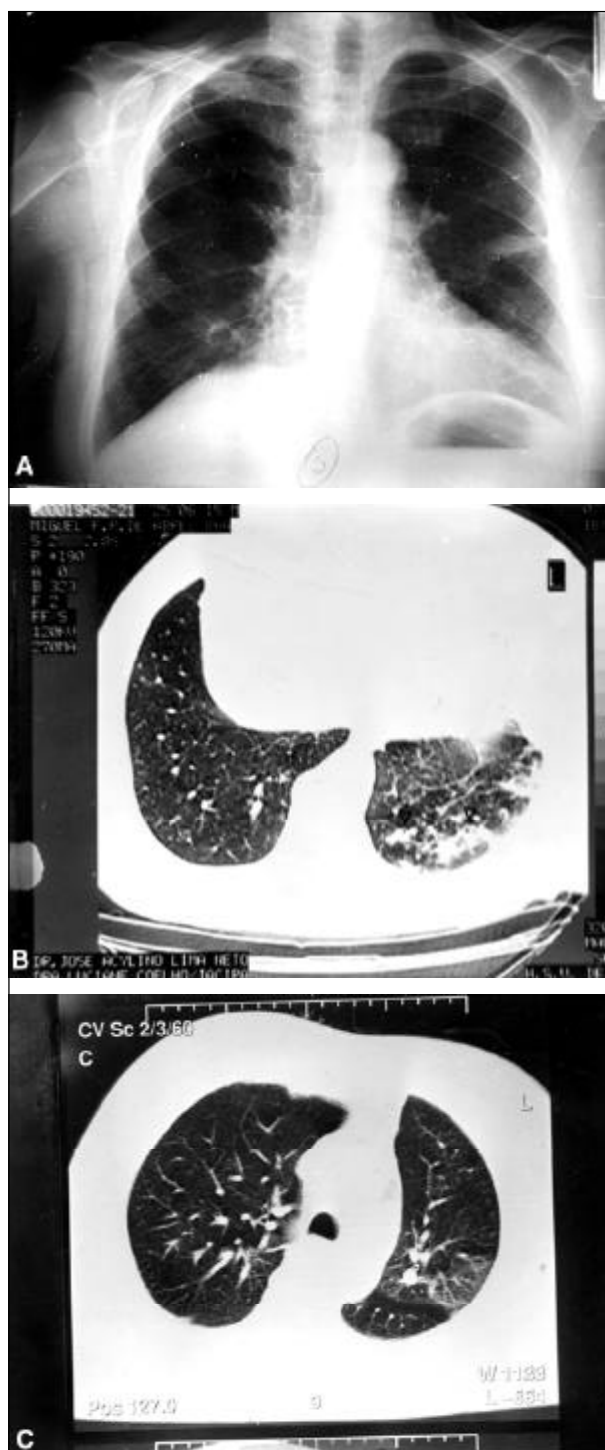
Exames radiológicos do caso 2 - A) radiografia realizada no início da evolução evidenciando a presença de derrame pericissural; B) tomografia computadorizada do tórax apresentando edema alveolar peribronquico em lobo inferior do pulmão esquerdo; C) tomografia computadorizada do tórax mostrando aumento dos diâmetros vasculares e infiltrado em 'vidro fosco'.
